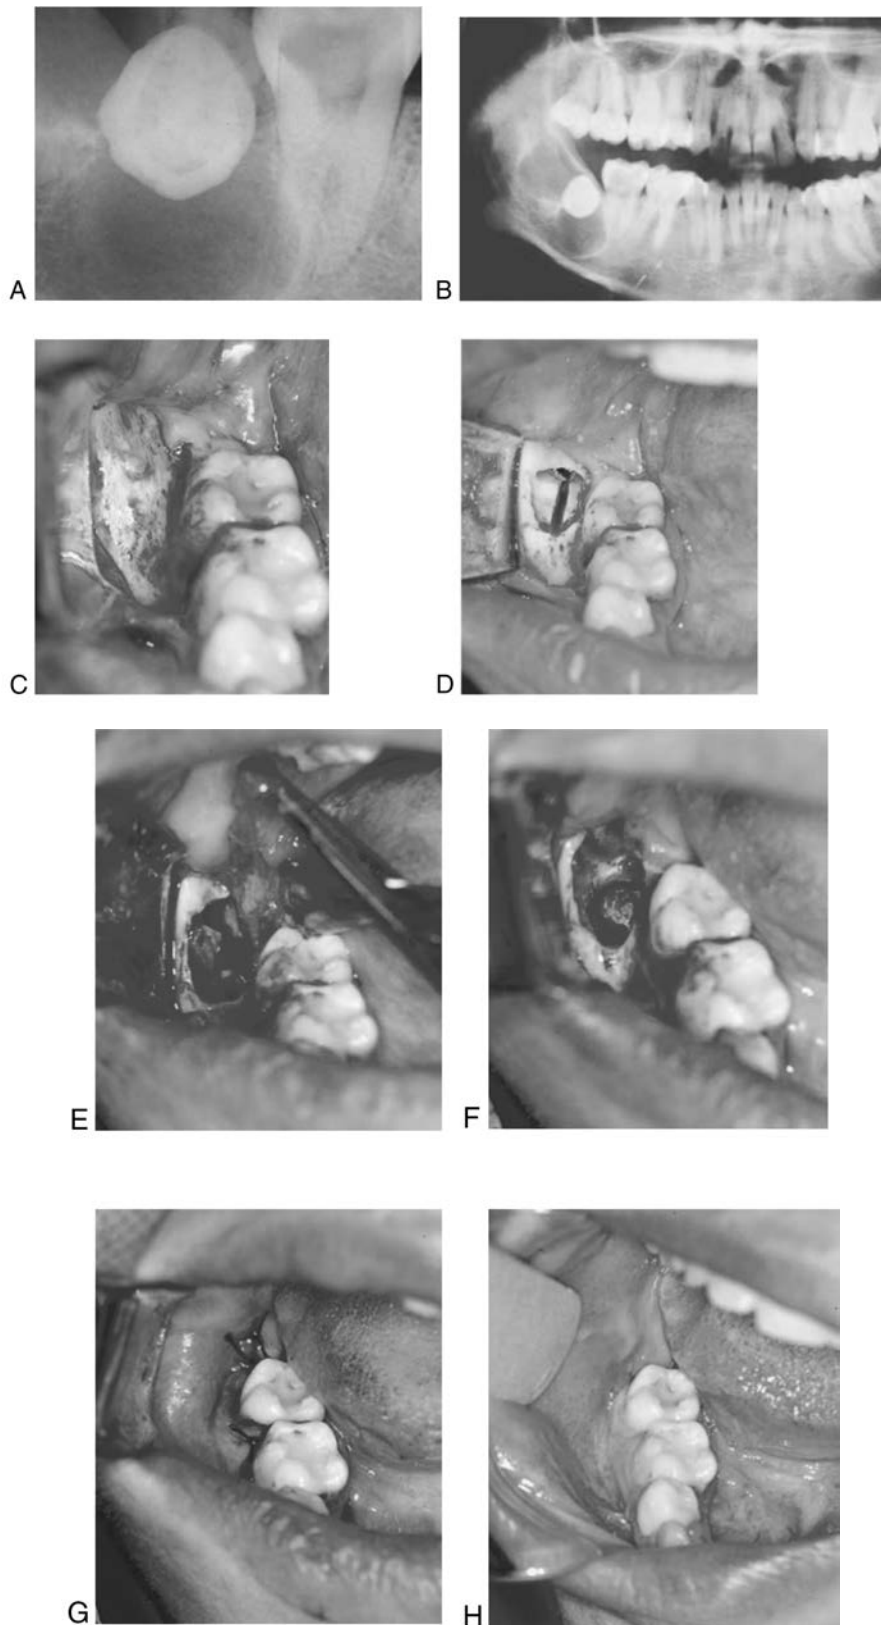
Radiografía periapical en la que se observa una zona radiolúcida bilobulada asociada a un diente impactado (A). Se toma radiografía panorámica (B), para ver la extensión de la lesión. Se lleva a cabo abordaje para retirar el diente impactado (C, D), para después enuclear la lesión (E), asegurando no dejar restos de tejido (F). Finalmente se reposiciona el colgajo y se consigue cierre primario (G), sin alteraciones en la cicatrización un mes después de la cirugía (H).
